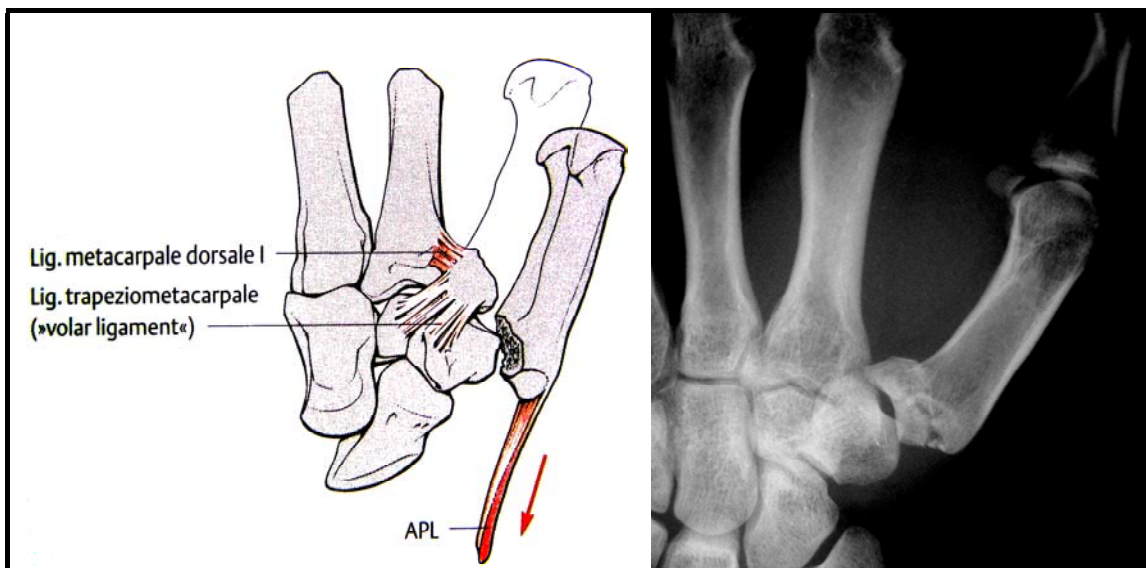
Mechanismus der Fragmentdislokation bei Bennett-Luxationsfraktur (links). Normalstellung des 1. Mittelhandknochens in Strichkontur.³⁵ Gleichartiger Mechanismus am Beispiel einer Rolando-Fraktur (Röntgenaufnahme rechts).
